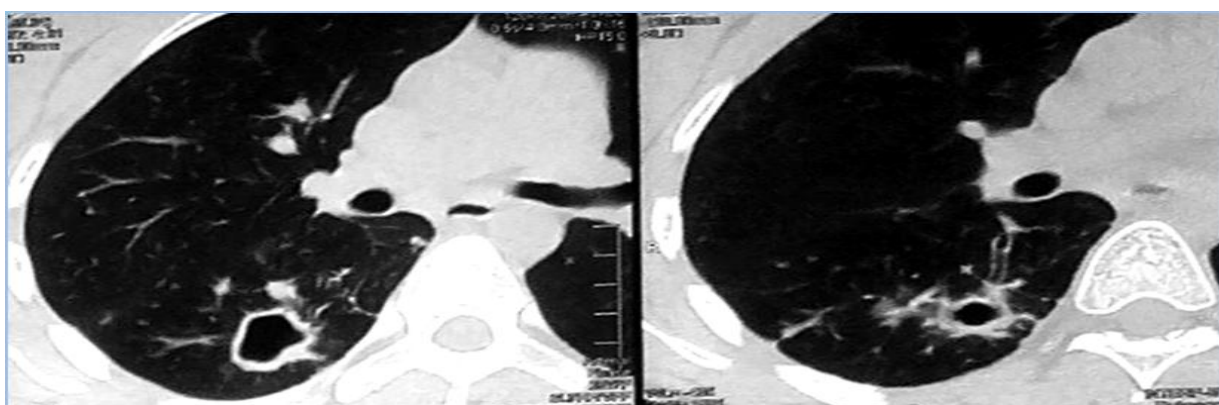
Результати КТ легень у хворого на РРТБ до початку та через 6 місяців лікування (випадок 3)
